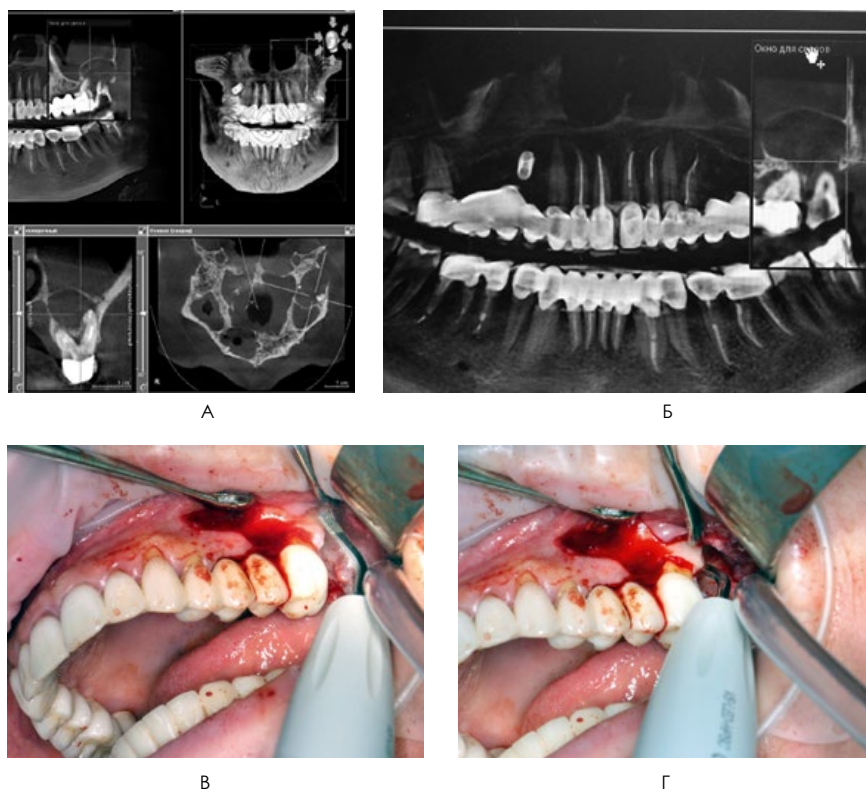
Операция удаления радикулярной кисты верхней челюсти: А, Б) компьютерная томография до операции; В, Г) ультразвуковая обработка полости кисты.
